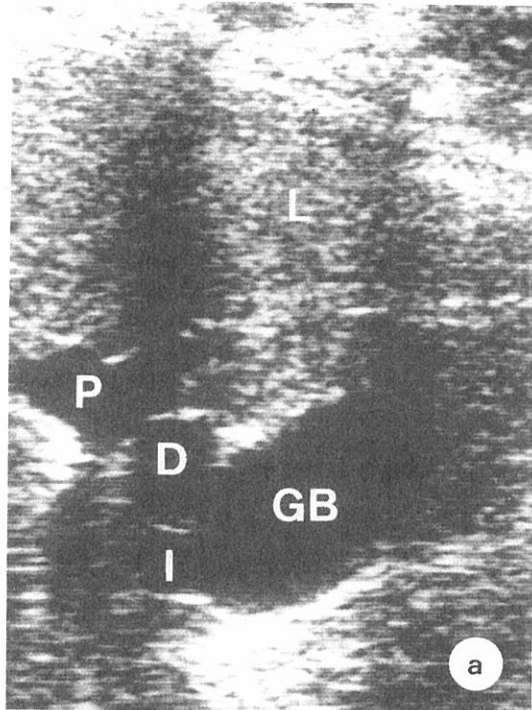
a. Sagittal ultrasonography shows a diverticulum (D) of the gallbladder (GB). The infundibulum (I, Hartmann's pouch) is visualized near the diverticulum (D). L=liver P=portal vein.
